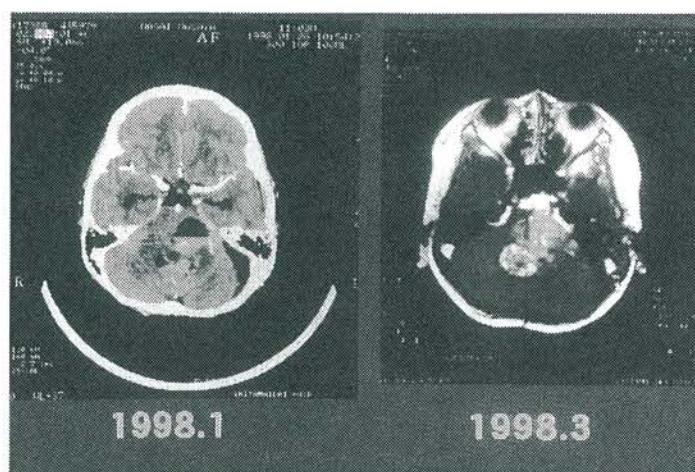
症例1のMRI画像 左、2回目術前、右、2回目術後
